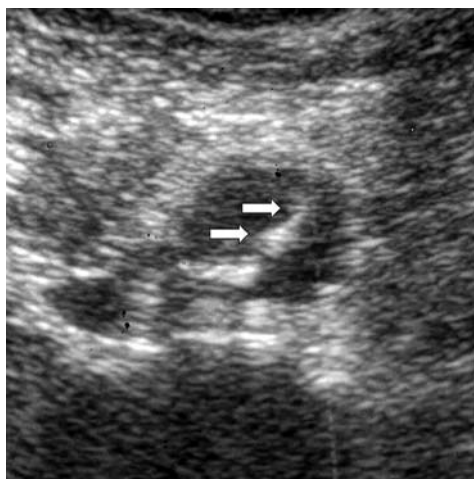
Échographie abdominale effectuée à la recherche d'un anévrisme de l'aorte abdominale : détection d'une dissection de la lumière aortique (*flap intimal*) (flèches).
